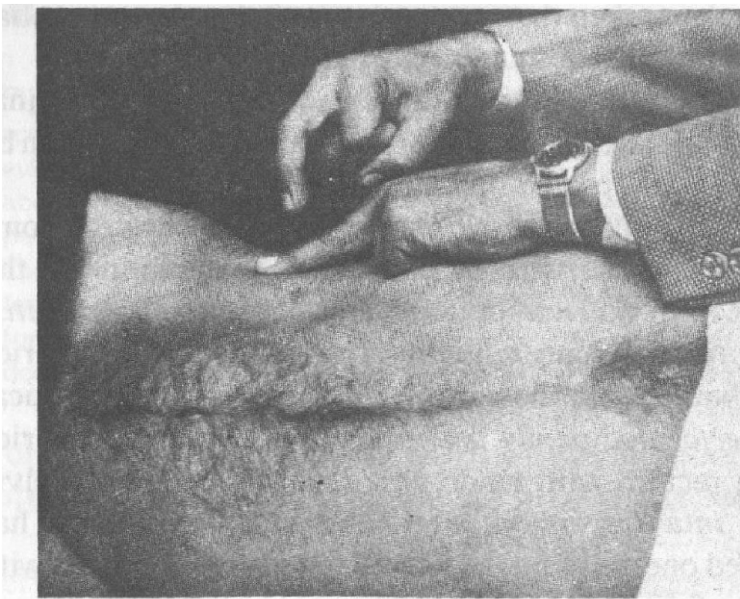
Eliciting shifting dullness. The abdomen is percussed from the midline towards the flank. When the percussion becomes dull in the flank, the patient is turned to the opposite side. The figure shows that the flank is again percussed and the note becomes resonant.
